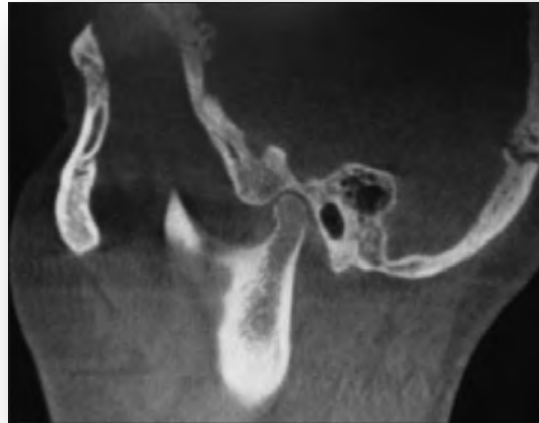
Imagen CBCT después de la terapia con férula.
